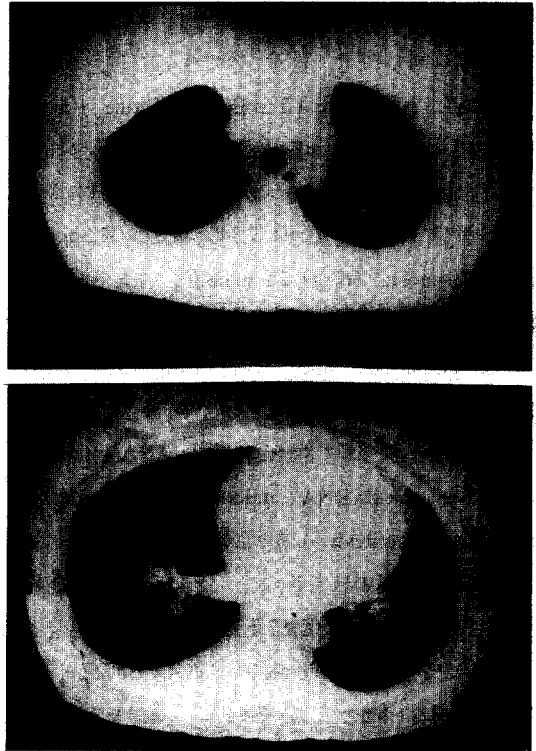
Follow up thin-section CT scans show resolution of pulmonary edema and decreased amount of bilateral pleural effusion.
